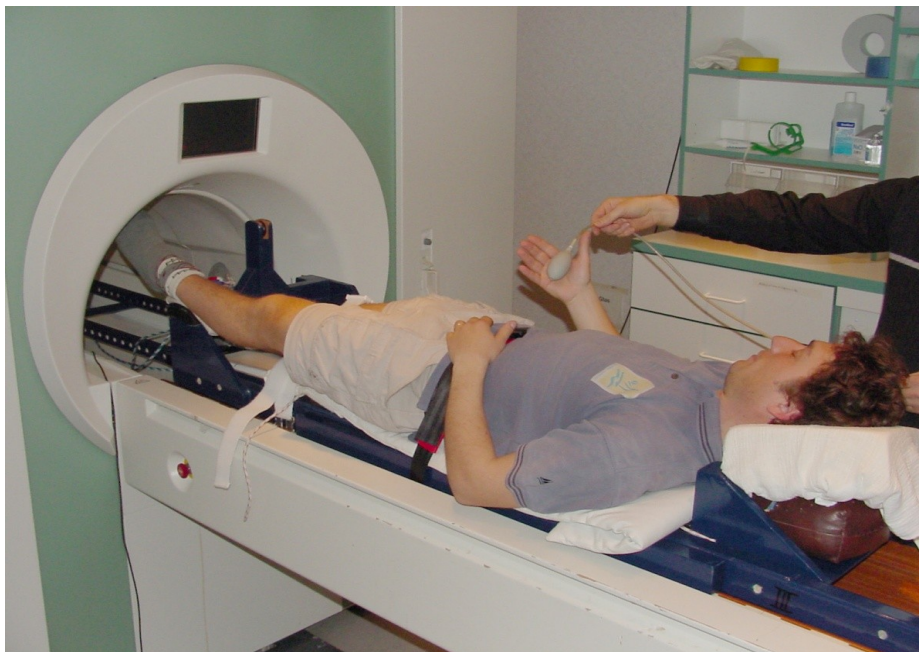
Vorbereitung und Lagerung des Probanden in der Vorrichtung für Tretversuche im MRT nach HOFF [52]
